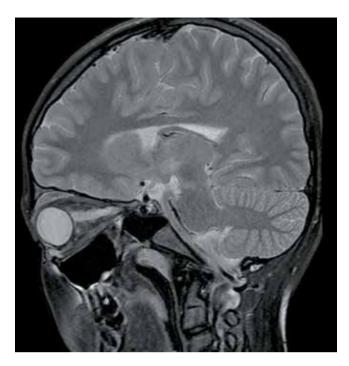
Пациентка О. П., 2004 г. р. Результаты магнитно-резонансной томографии орбит (20.10.2016), косо-сагиттальная проекция в режиме T2-STIR с жироподавлением: очаговое поражение левого зрительного нерва практически на всем его протяжении
